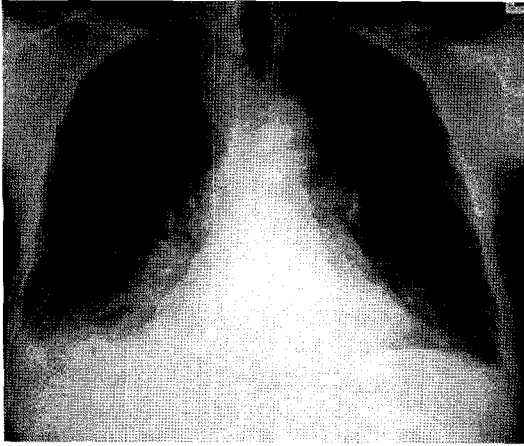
Chest radiograph on the first admission.
